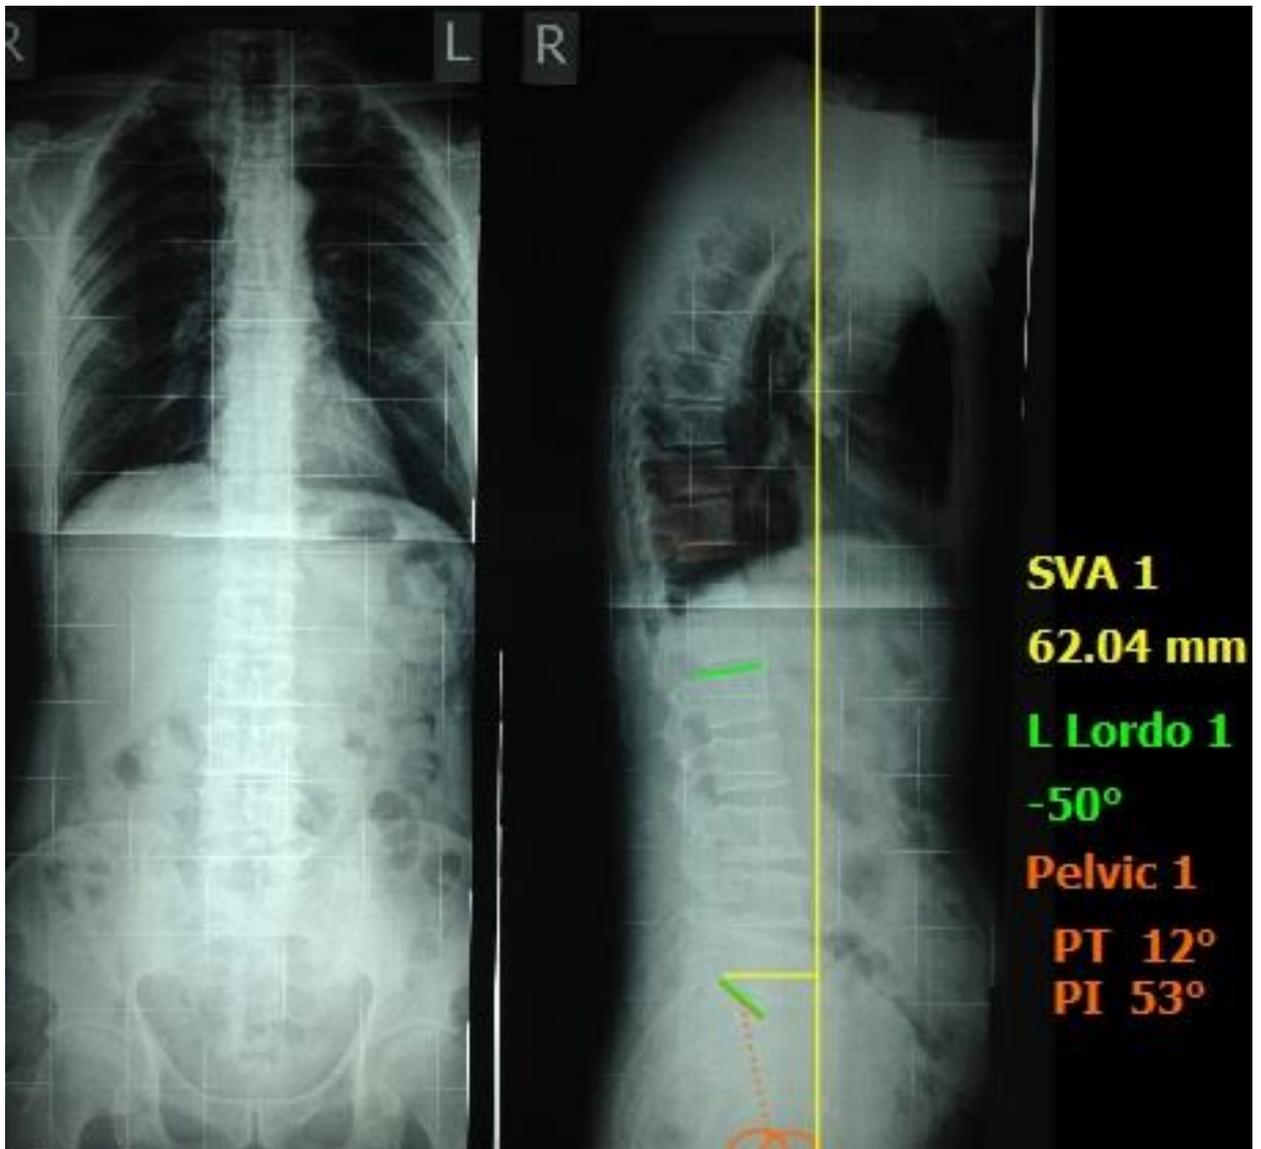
Телерентгенограммы пациента С., 55 лет, в положении стоя
